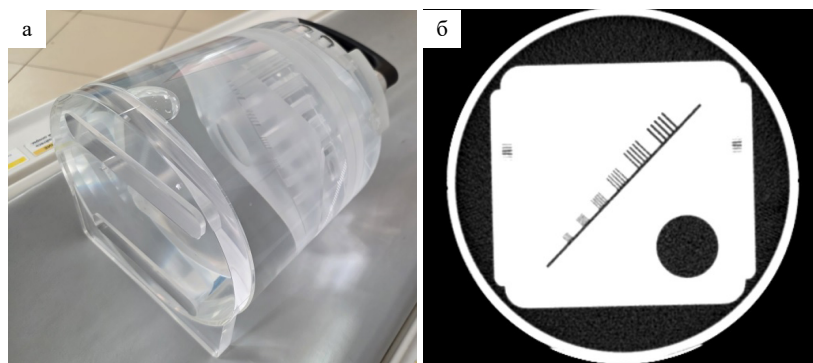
а — калибровочный фантом для оценки параметров компьютерного томографа при проведении его калировки; б — КТ-скан фантома для оценки основных характеристик КТ-изображения
